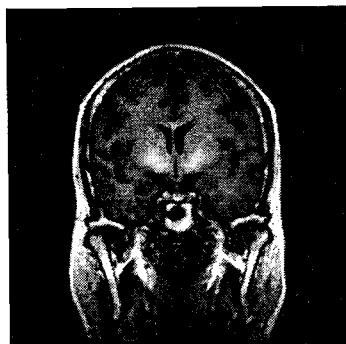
T1 weighted coronary section of Brain MRI. This image shows symmetric high signal intensity in both basal ganglia. This suggests the hepatocerebral degeneration or sequale of chronic liver disease.
